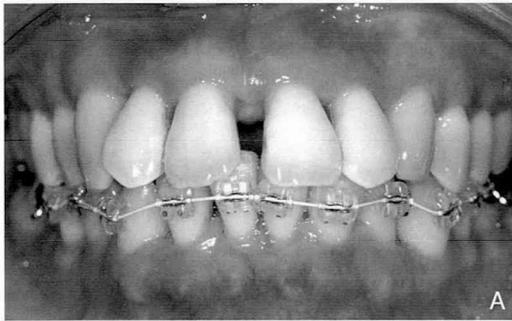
矯正治療開始.2002年9月 (A) とパノラマX線写真 (B)
